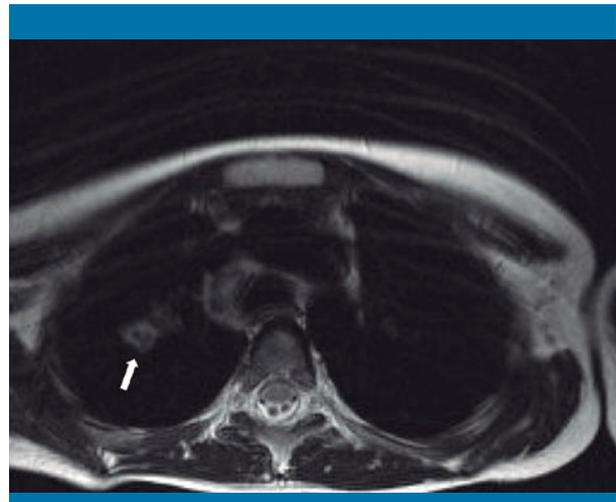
Resonancia magnética. Se observa una imagen hiperintensa en el hemitórax derecho correspondiente a un infiltrado pulmonar lobulado
